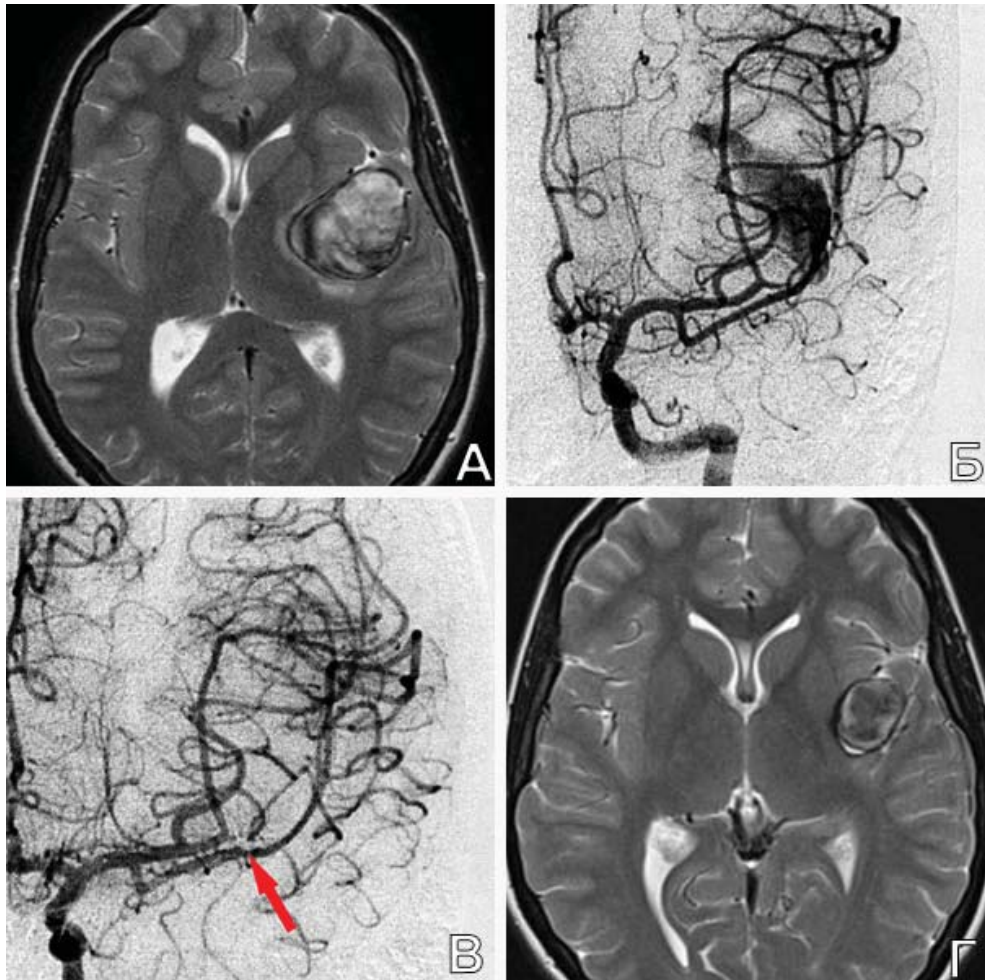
Эндоваскулярная проксимальная окклюзия спиральями гигантской ЧТА М3-сегмента СМА слева с последующим уменьшением объема аневризмы у пациентки С., 16 лет. А. МРТ головы до операции: определяется гигантская фузиформная ЧТА М3-сегмента СМА слева; Б. ЦАГ до операции: контрастируемая часть аневризмы в области М3-сегмента имеет достаточно протяженный ход; В. ЦАГ п/о: место проксимальной окклюзии аневризмы спиральями указано стрелкой; Г. МРТ головы через 1 год п/о: отмечается значительное уменьшение объема аневризмы и отсутствие кровотока в ней
